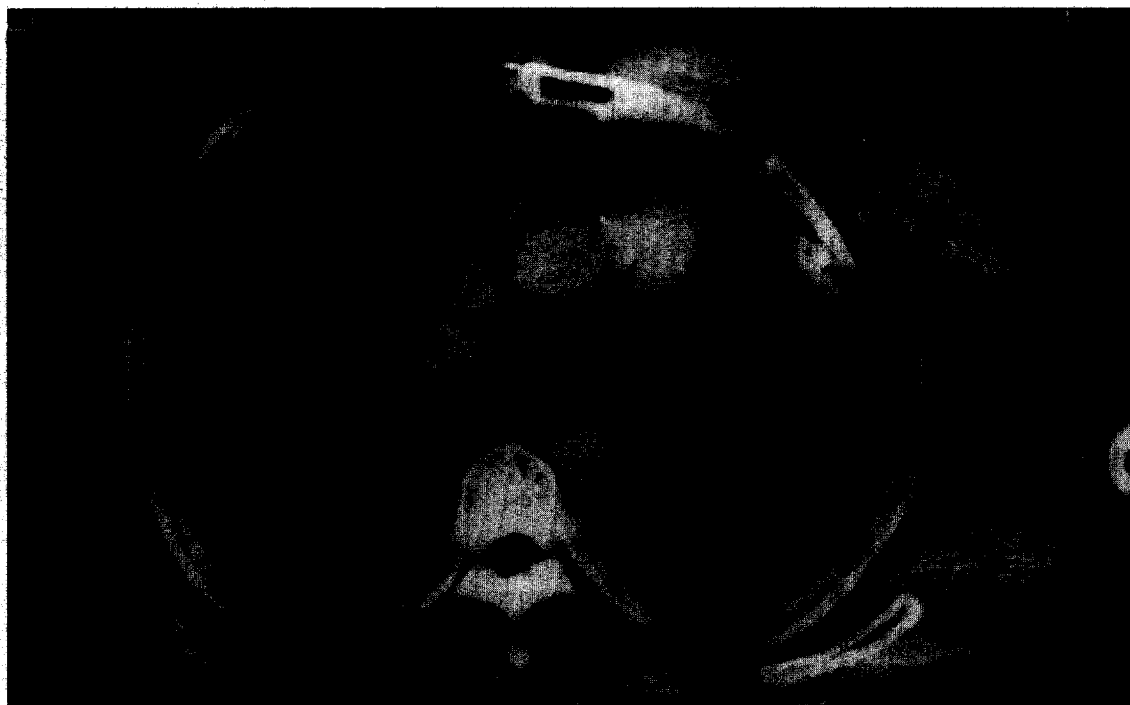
Chest wall abscess in a 55-year-old man. CT scan shows diffuse swelling of left pectoralis muscle without central necrosis. The abscess is in contact with localized pleural thickening and calcification.
